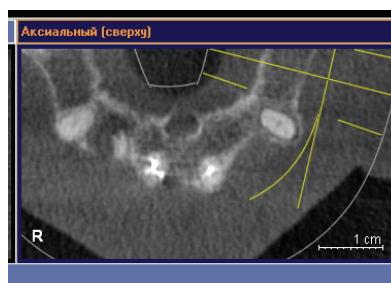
Дентальная КТ (аксиальная проекция). Хорошо визуализировано анатомическое строение корневого канала зуба 1.1
